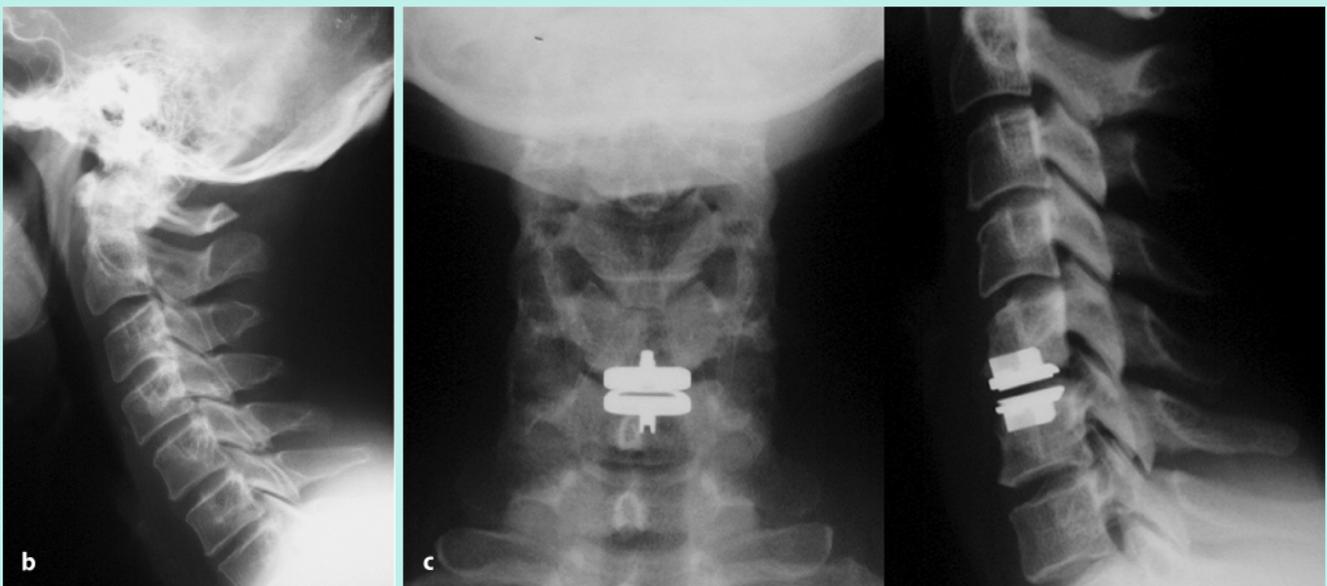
c ◀ 1-Etagen-Bandscheibenprothese bei Bandscheibenvorfall C5/6 links. a MRI: großer mediolateral links gelegener Bandscheibenvorfall C5/6 mit C5-Parese und Zeichen der Myelopathie (path. SSEP) bei einer 48-jährigen Patientin. b Das seitliche Röntgenbild zeigt nur geringe degenerative Veränderungen im Bereich der Halswirbelsäule ohne wesentliche Facettenarthrose. c Röntgenbild 3 Monate nach Bandscheibenendoprothese; beschwerdefreie Patientin. Klinisch freie Halswirbelsäulenbeweglichkeit
